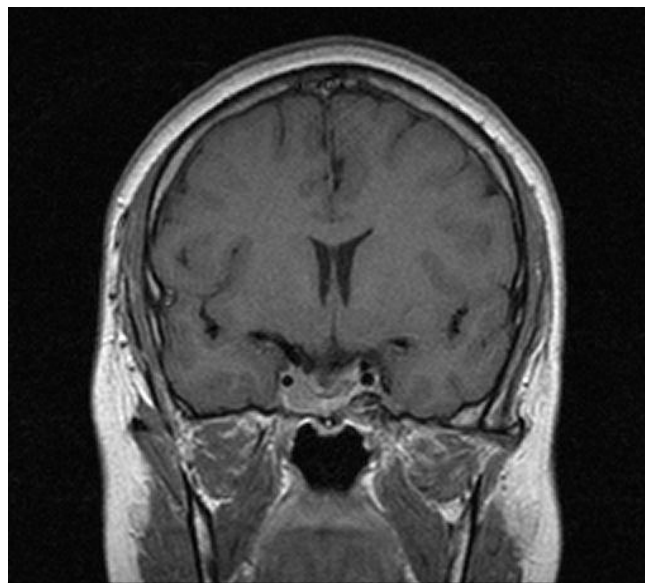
Resonancia magnética plano coronal es el más útil para el estudio de la hipófisis al permitir visualizar a la glándula libre de artefactos de volúmenes parciales (región supraselar, seno cavernoso. arterias carótidas v seno esfenoidal).
